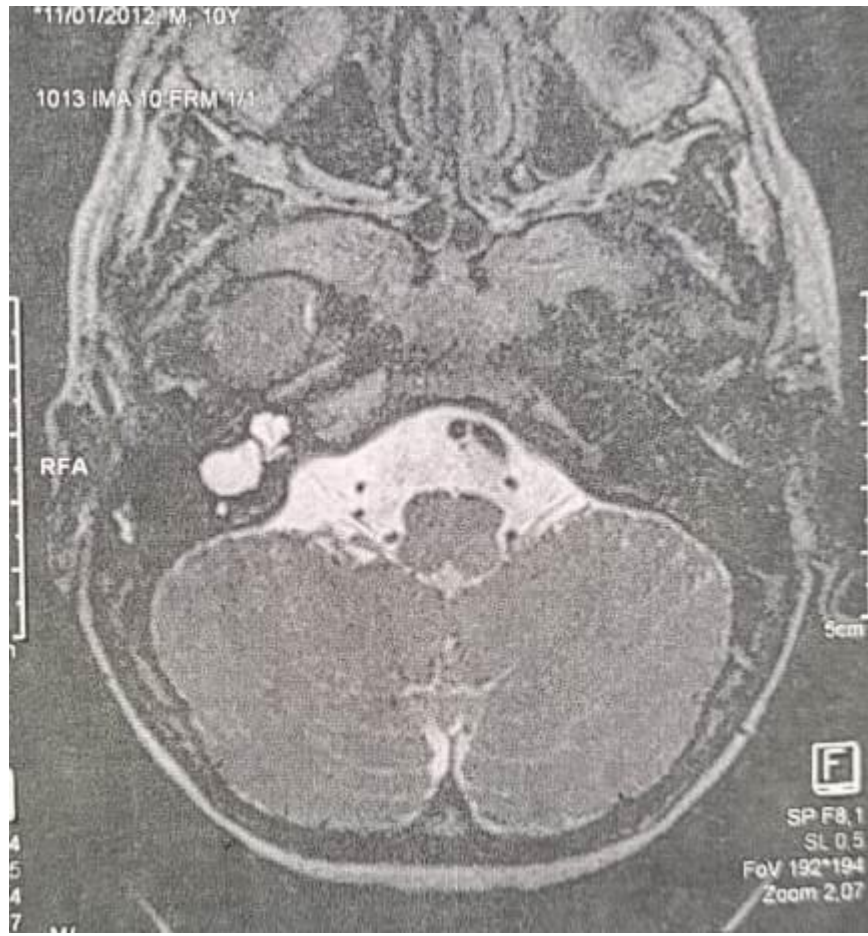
IRM montrant une malformation kystique cochléo-vestibulaire bilatérale évoquant une dysplasie cochléaire de type Mondini
